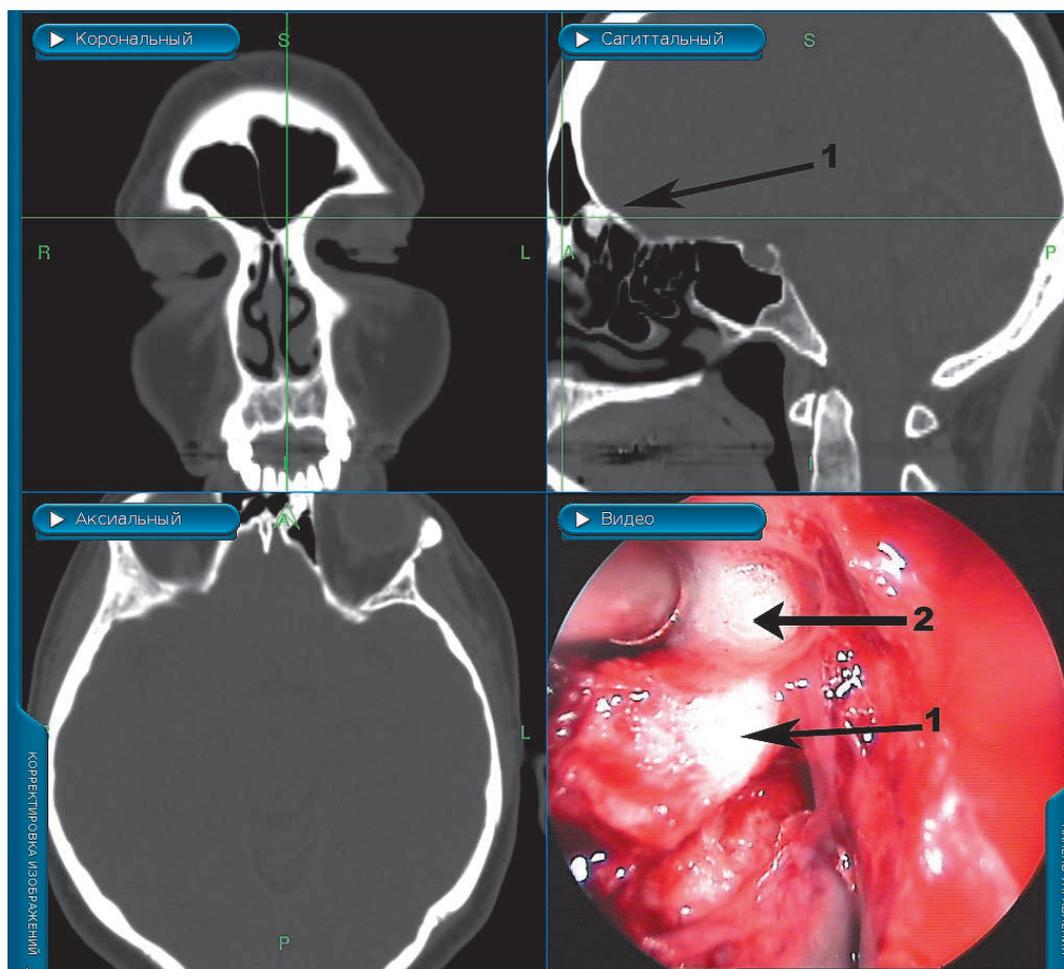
Пациент К. Этап удаления остеомы лобной пазухи: 3D-КТ околоносовых пазух и эндоскопическая картина (ригидный эндоскоп 45°) операционного поля. Редукция опухоли с помощью изогнутого под углом 70° алмазного бора: 1 — остеома лобной пазухи; 2 — алмазный изогнутый под углом 70° бор.
